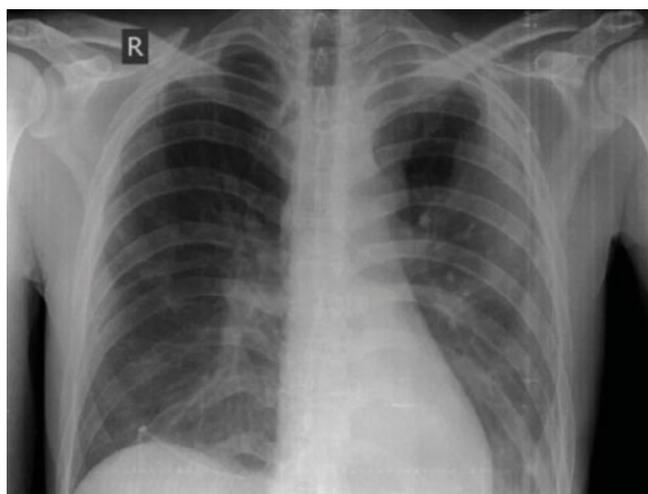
Обзорная рентгенограмма грудной клетки при поступлении
